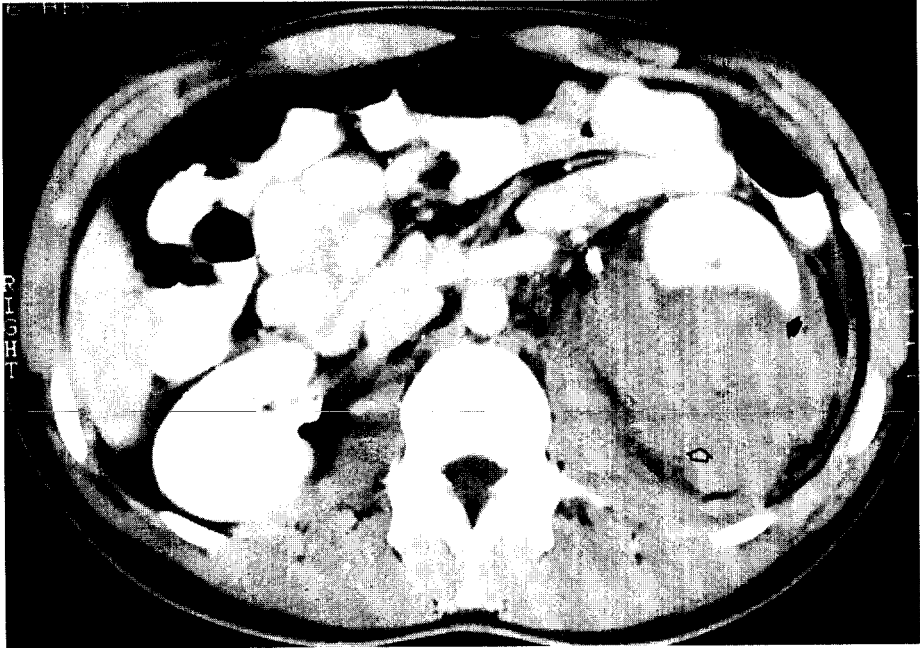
«Laceración renal». Politraumatizado. TC tras contraste venoso, con ausencia de polo posterior e inferior del riñón izquierdo (flecha negra) y gran hematoma perirrenal (flecha blanca).
